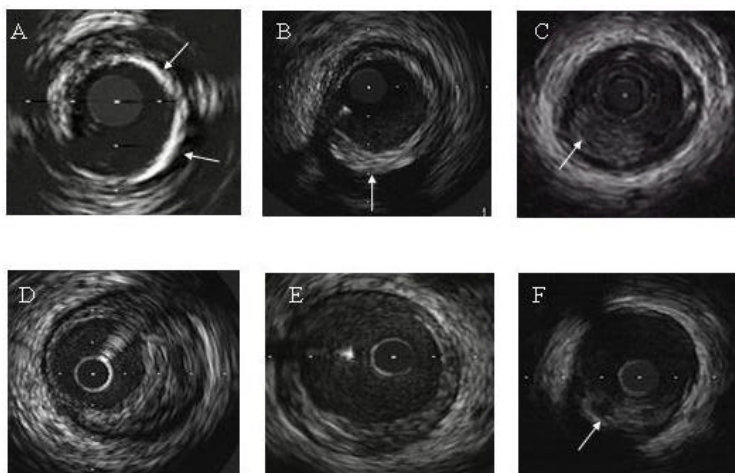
Studio ultrasonografico della composizione della placca aterosclerotica. *Riquadro A:* esempio di placca con marcate componenti calcifiche, come indicato dalle frecce. *Riquadro B:* placca di tipo fibroso con massimo ispessimento dalle ore 4 alle ore 6 (freccia). *Riquadro C:* rilievo di materiale trombotico che protrude nel lume, come indicato dalla freccia. *Riquadro D:* placca a composizione prevalentemente fibrosa. *Riquadro E:* placca “soffice”, a contenuto prevalentemente lipidico. *Riquadro F:* Pool lipidico individuato come una zona circolare ecopriva, circondata da tessuto a maggior ecoriflettenza
